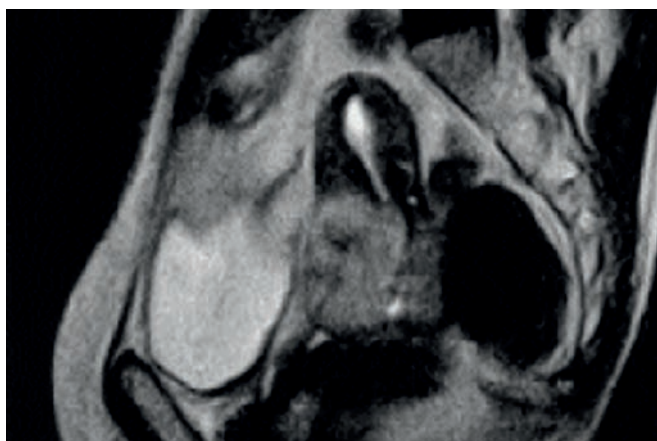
IRM pelvienne révélant une tumeur du col utérin.
